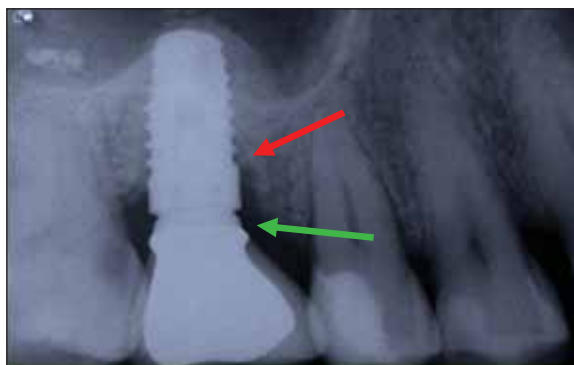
Radiografie periapicală după inserarea unui implant șurub în zona 16 împreună cu un sinus-lift închis
